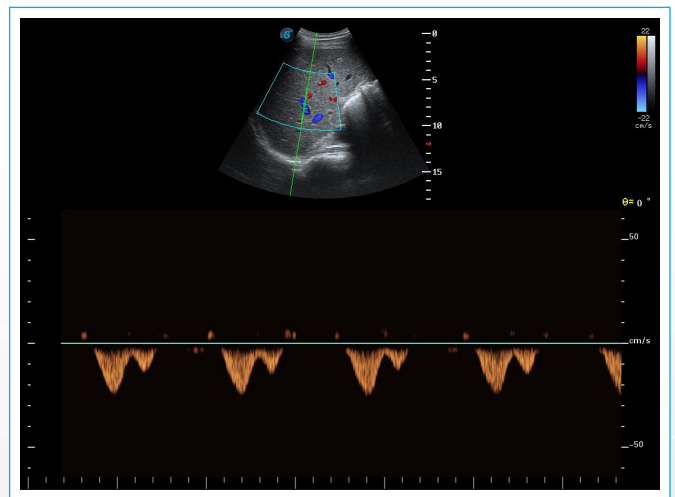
Patrón Doppler normal de las VH.
